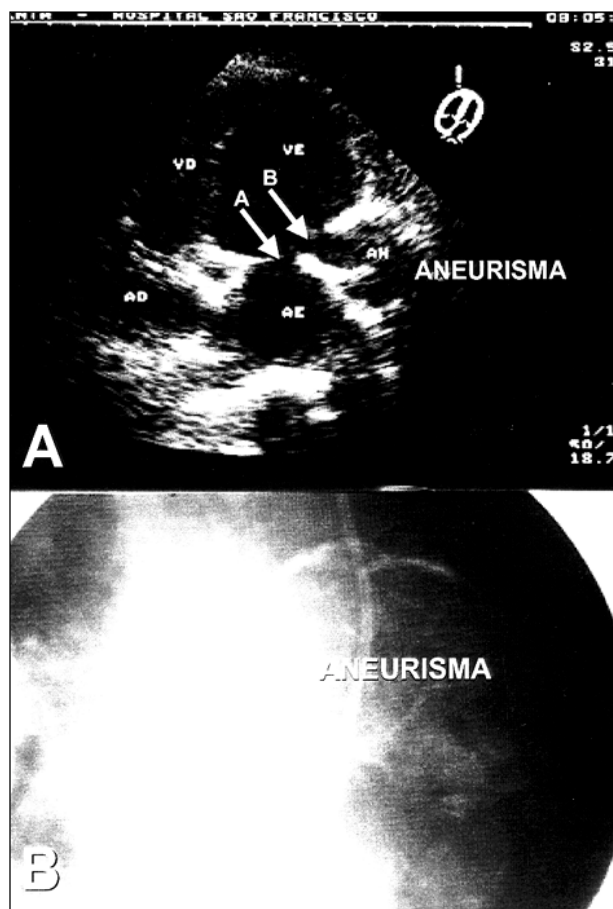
A) Ecocardiografia mostrando dilatação aneurismática na porção basal da parede pótero-lateral do ventrículo esquerdo em posição subanelar (a seta A indica a valva mitral e a seta B indica o colo do aneurisma); B) angiografia mostrando a passagem de contraste da região subvalvar mitral para a formação aneurismática calcificada.
